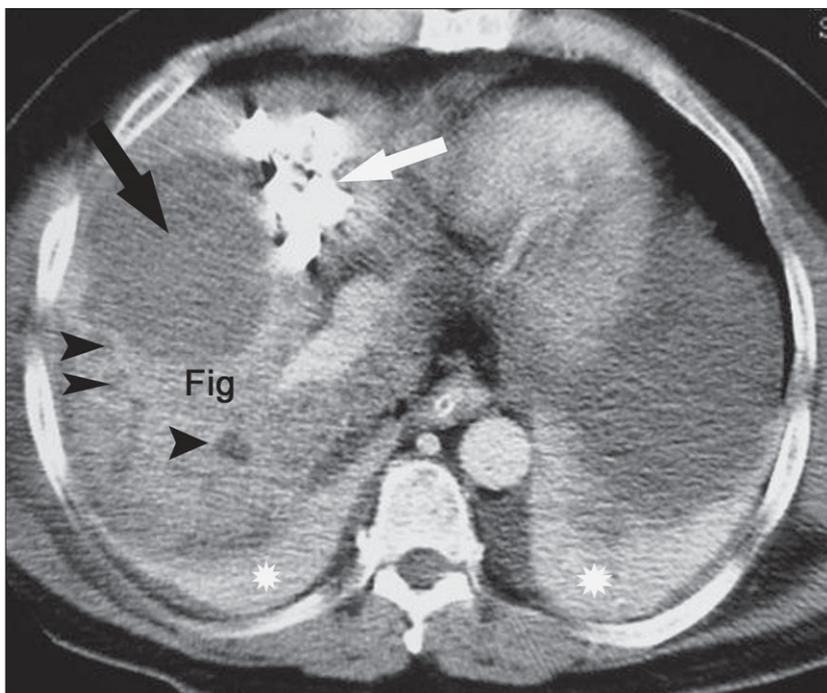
Tomografia computadorizada de abdome com injeção de contraste endovenoso, no mesmo paciente da Fig. 9.3. Observa-se massa hepática hipoatenuante, bem definida, medindo cerca de 8cm, localizada no lobo hepático direito (seta negra). Notam-se ainda outros nódulos de menores dimensões no lobo hepático direito (pontas de seta negras). Adjacente ao fígado (Fig) observa-se material produtor de artefato, correspondendo à compressa hemostática (seta branca). Há condensação de ambas as bases pulmonares (asteriscos brancos). (Imagem cedida pelo Prof. Dr. Giuseppe D'Ippolito.)
